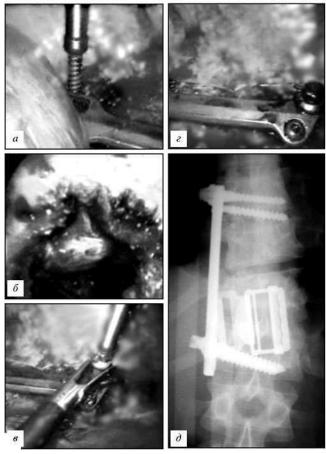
Этапы оперативного вмешательства. a-yстановка основного винта в тело позвонка; b-y вид после резекции тела поврежденного позвонка; b-y фиксация пластины вторичными винтами; b-y окончательный вид фиксированной пластины; b-y рентгенограмма грудного отдела позвоночника после операции.
